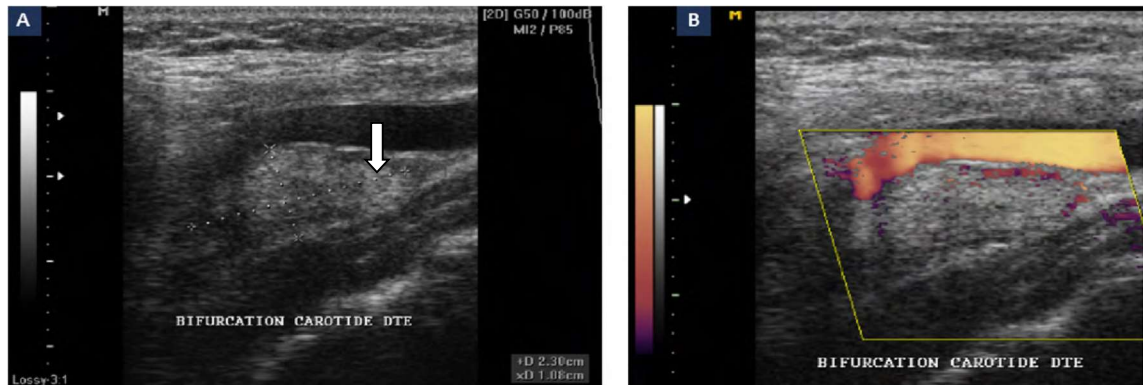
Echo-doppler montre une masse tissulaire échogène au niveau de la bifurcation carotidienne gauche (flèche), d'aspect ovoïde et hypervascularisée. (Iconographie Pr Alaoui).
